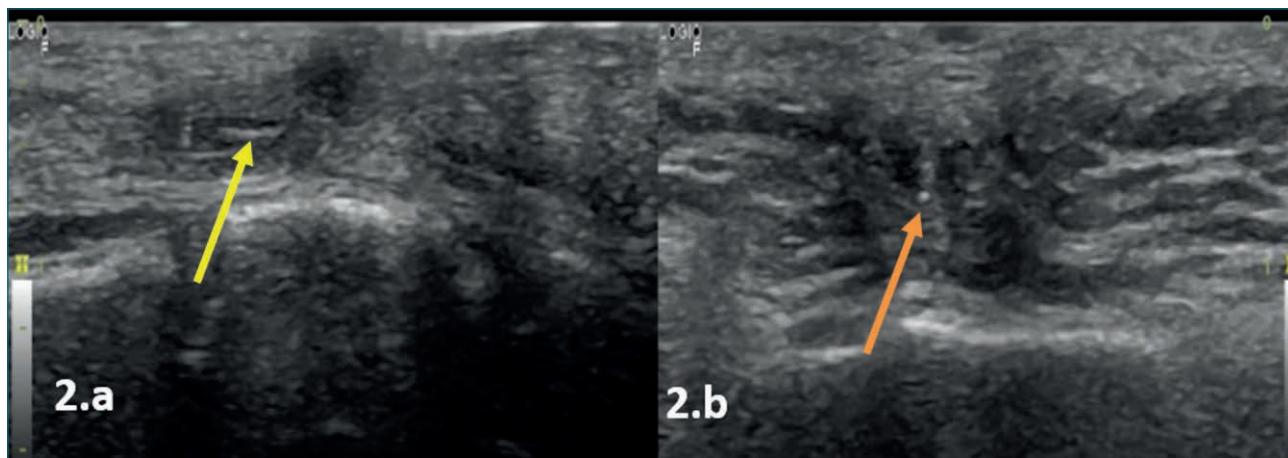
Ecografía donde se observa estructura lineal hiperecogénica con halo hipoecogénico periférico en tejido subcutáneo (flecha amarilla), corte longitudinal (2.a) y lesión puntiforme hiperecogénica compatible con corte trasversal del pelo (flecha naranja), corte transversal (2.b).
